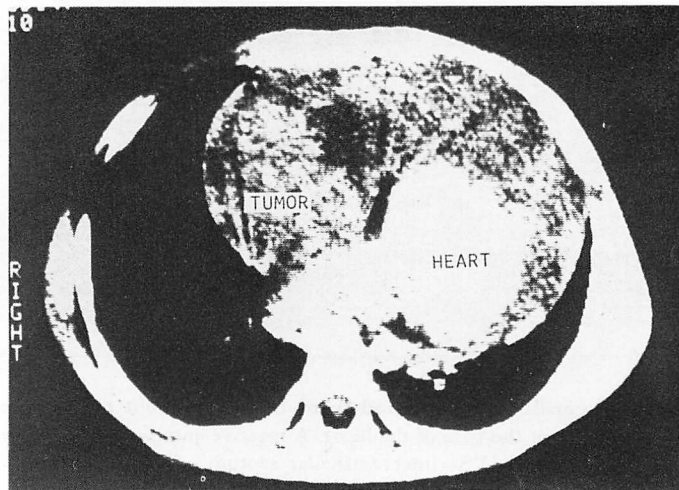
Non-gated computed tomogram of the chest.
